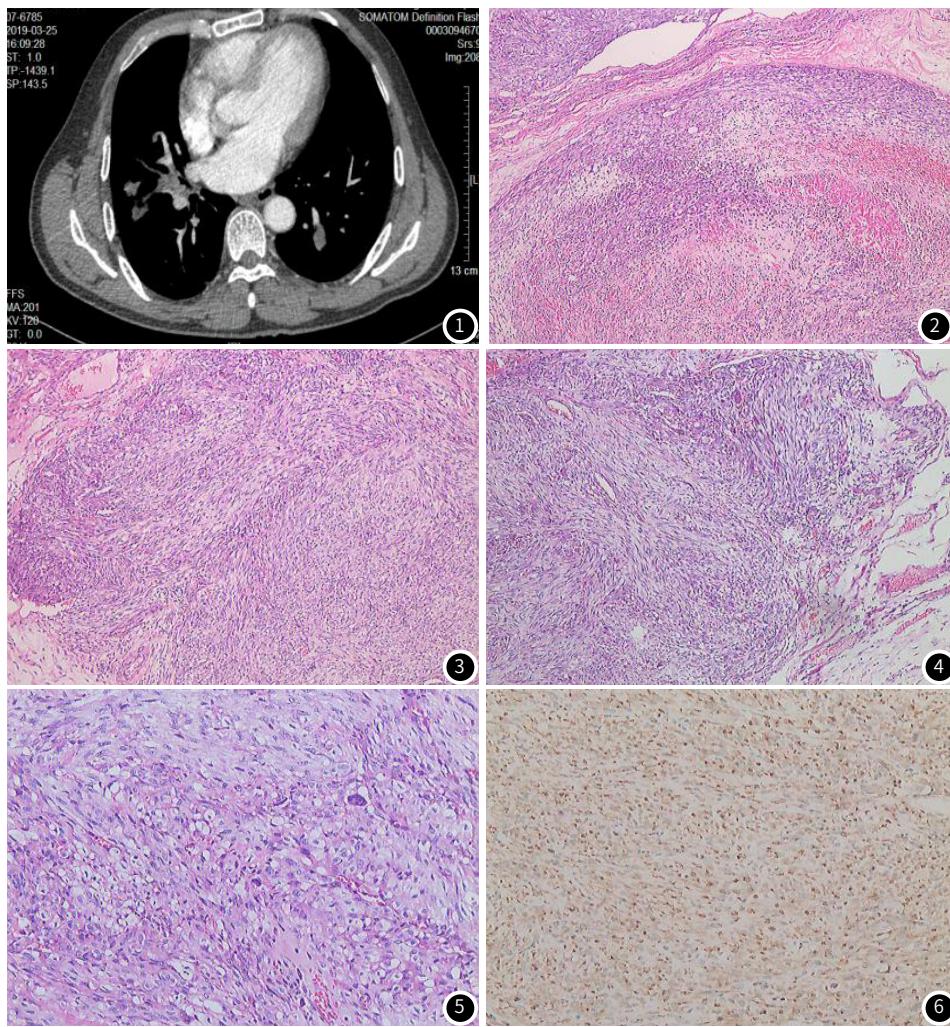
CT肺门处血管腔内占位。图2 肿瘤在血管腔内生长(HEx40)。图3 肿瘤围绕血管腔生长(HEx40)。图4 肿瘤细胞边界不清，成束状排列(HEx200)。图5 肿瘤细胞异型明显，可见瘤巨细胞(HEx400)。图6 肿瘤细胞弥漫表达Vimentin(EnVision法x40)。
